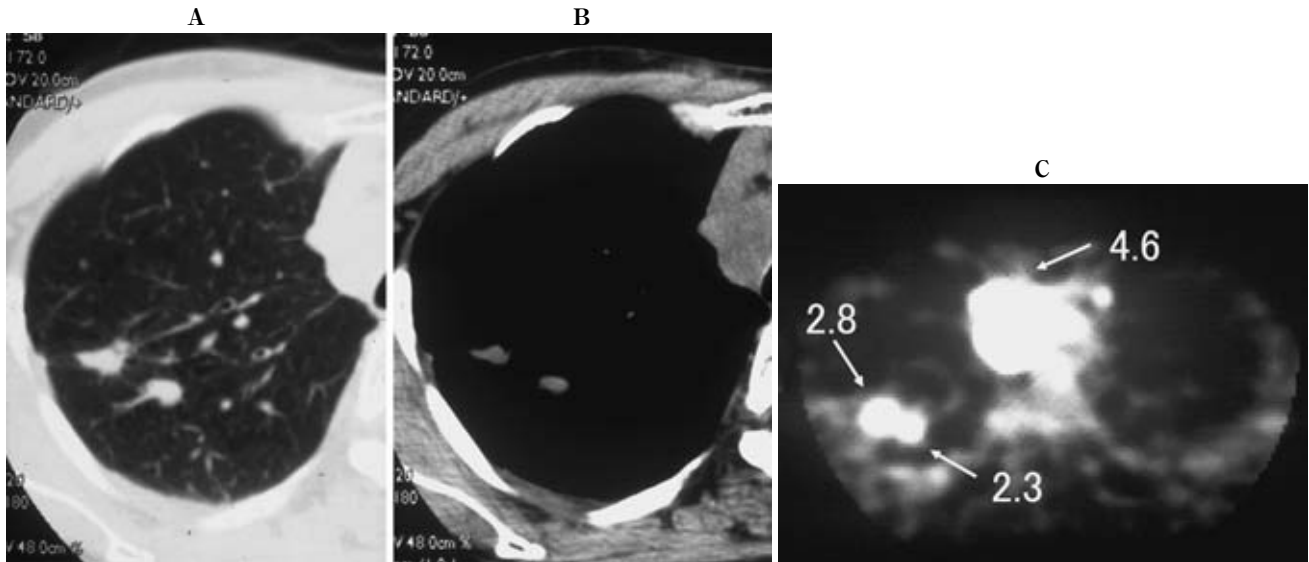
A 63-year-old woman with two small nodules in the right upper lobe that were diagnosed as small cell carcinoma. There are two tiny solid nodules in the right upper lobe with mediastinal lymphadenopathy (A, B). FDG-PET shows elevated accumulation with mean SUR level of 2.8 and 2.3 that are relatively high uptake value in contrast to their small size using visual criteria. It is important that the partial volume and counter recovery effect would affect the accumulation of FDG in small lesions.
